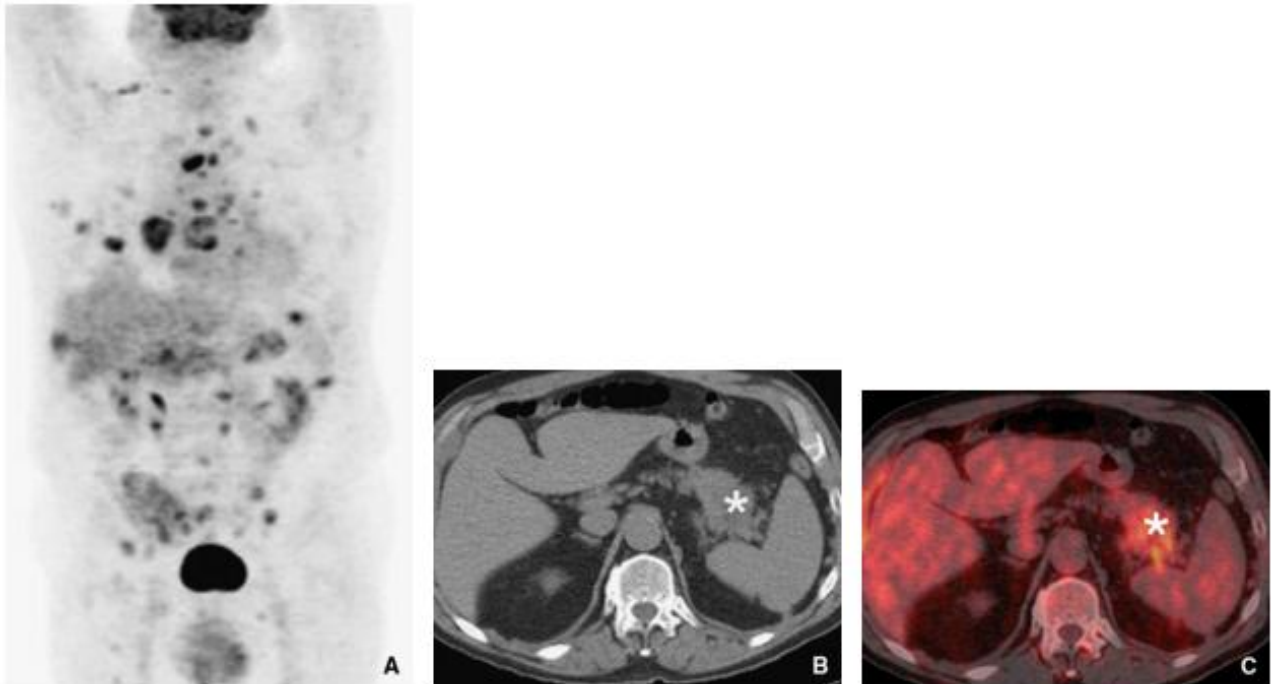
Tomographie à émission de positrons (TEP) en projection du maximum d'intensité (A) chez un patient porteur d'une tumeur bronchique du lobe inférieur droit en dissémination diffuse. Les coupes tomodynamométriques (TDM) en contraste spontané (B) et la fusion TDM-TEP (C) démontrent une masse hypermétabolique de la queue du pancréas (astérisque), représentant une métastase intrapancréatique.
